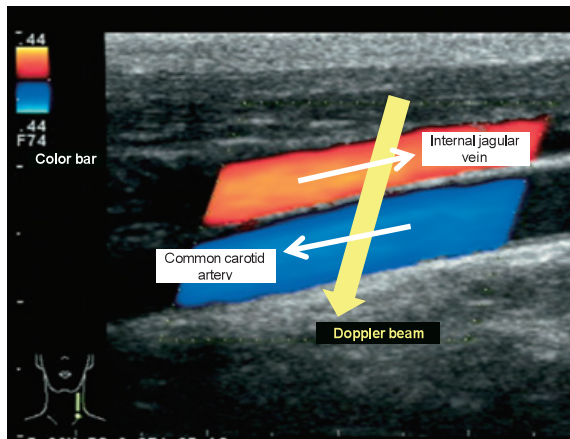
Representation by color Doppler method
